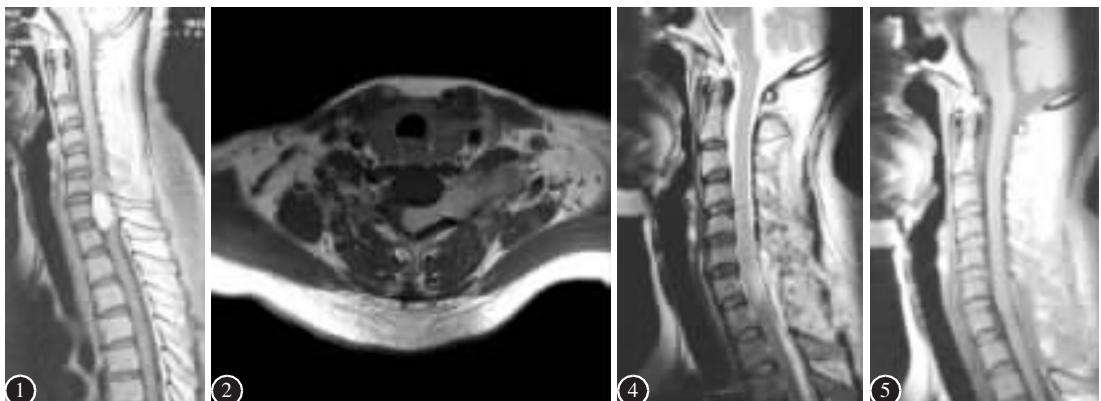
2 术前 MRI 示 C6~C8 椎管内占位性病变,与正常脊髓组织分界清楚,病变位于硬脊膜内脊髓左侧,病灶呈哑铃形,由椎管经椎间孔向椎管外生长,左侧椎间孔增宽 图 4、5 术后 1 月、1 年 MRI 扫描未见肿瘤复发
